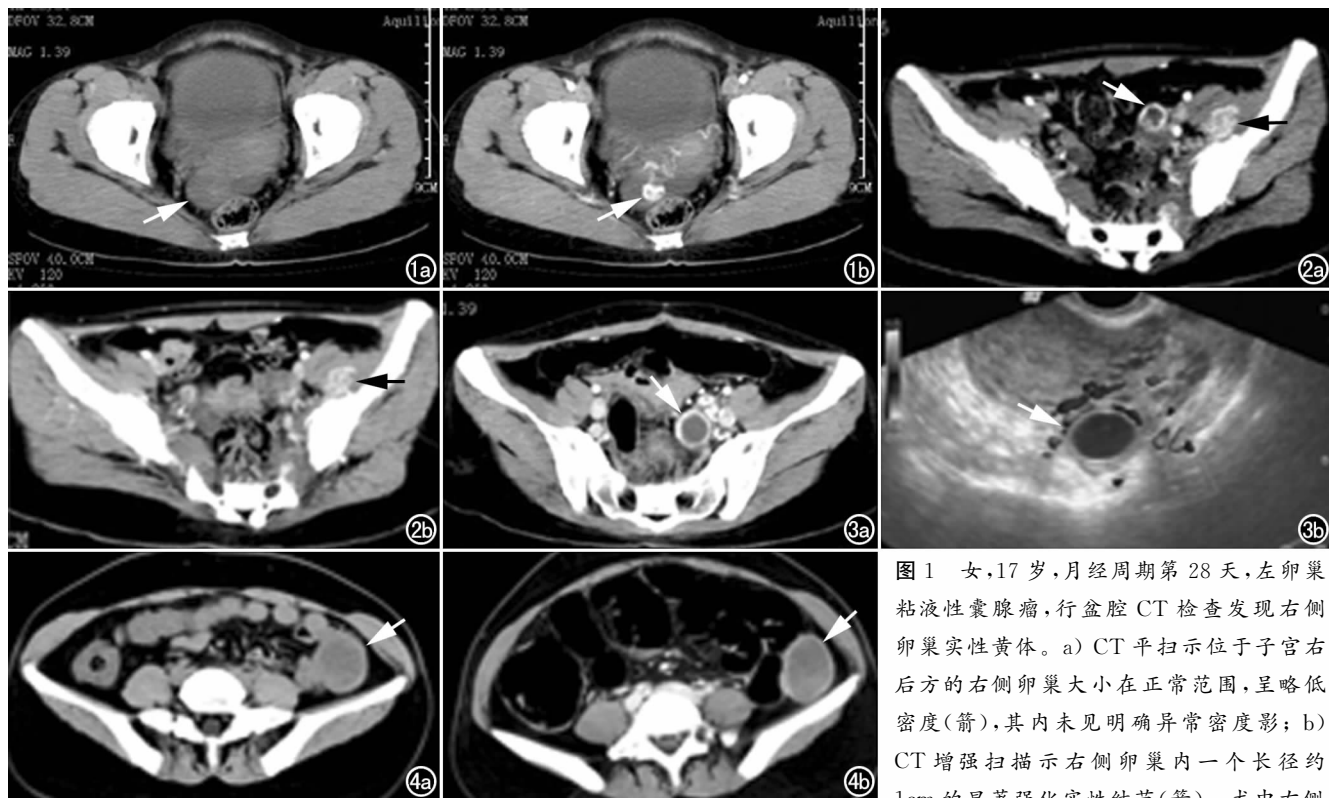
女,17 岁,月经周期第 28 天,左卵巢粘液性囊腺瘤,行盆腔 CT 检查发现右侧卵巢实性黄体。a) CT 平扫示位于子宫右后方的右侧卵巢大小在正常范围,呈略低密度(箭),其内未见明确异常密度影; b) CT 增强扫描示右侧卵巢内一个长径约 1cm 的显著强化实性结节(箭)。术中右侧
